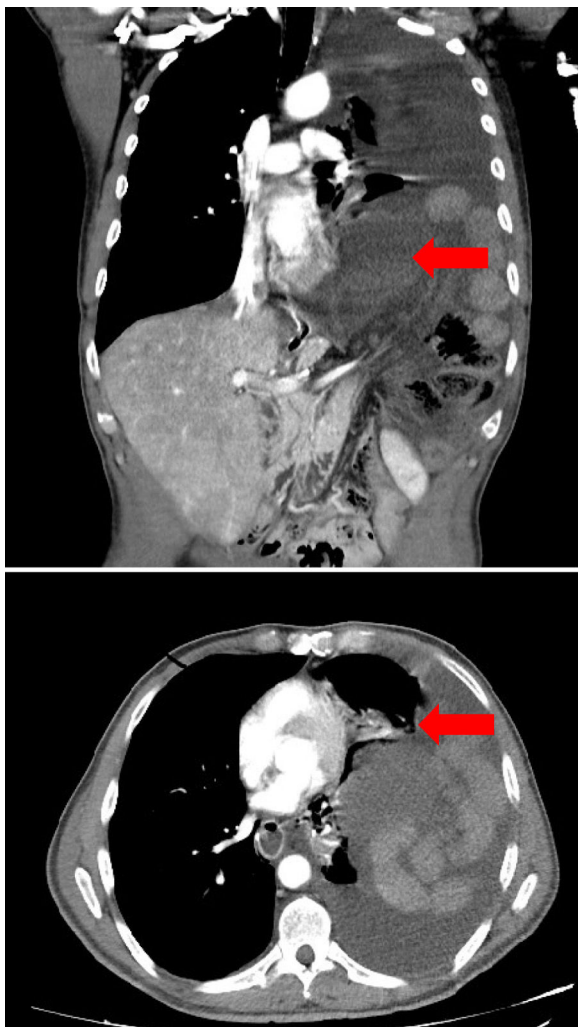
Proyección coronal de la TC donde se objetiva colon isquémico y su relación con el músculo cardíaco. Proyección axial de la TC donde se objetiva atelectasia pulmonar izquierda y compresión cardíaca (ambos marcados con flecha).
